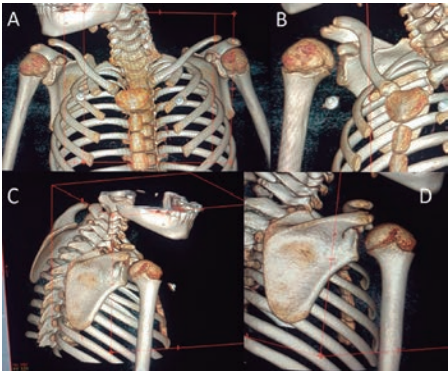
Imágenes de reconstrucción 3D de tomografía computarizada de húmero. En A, vista coronal anterior de ambos hombros; en B, vista coronal de hombro derecho; en C, vista posterolateral; en D, vista posterior, mostrando características normales tanto de la epifisis como de la articulación escapulo humeral.
